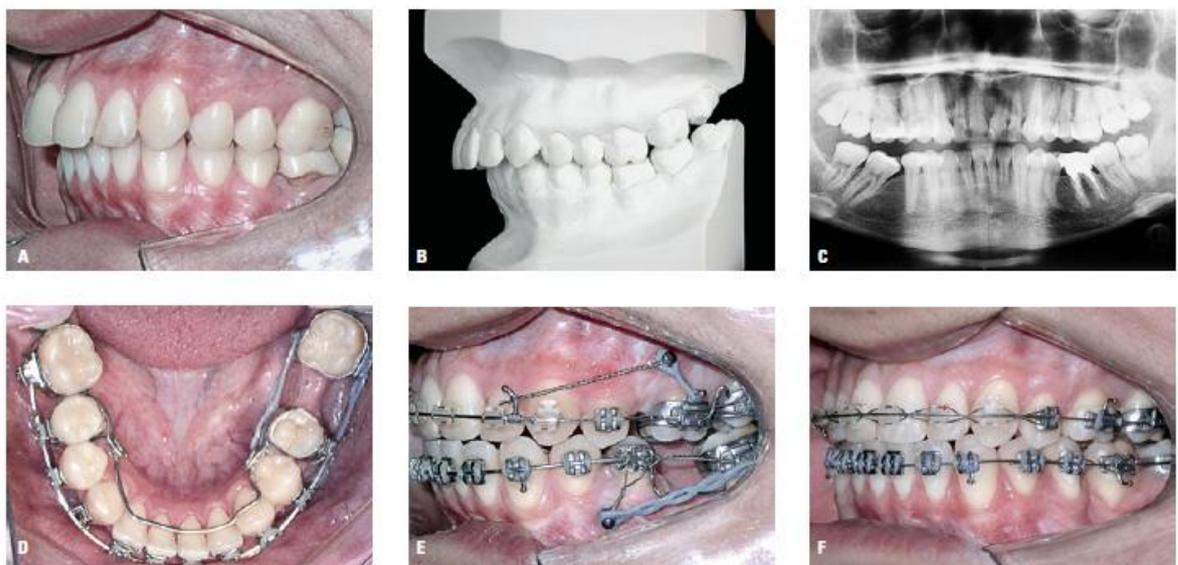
A,B) Fotos intrabucal e do modelo do lado esquerdo, onde observa-se malocclusão de Classe II completa e curva de Spee bastante acentuada. C) Radiografia panorâmica inicial. D) Foto oclusal no início da mesialização dos molares. Note o rebordo extremamente atrófico após a extração do primeiro molar inferior esquerdo. E) Foto lateral esquerda durante os movimentos ântero-posteriores com mini-implantes superiores. F) Foto lateral esquerda após o fechamento dos espaços. Note o relacionamento de Classe I alcançado nos caninos e a recessão gengival na raiz do molar. Um enxerto gengival livre foi programado para esta área.<sup>24</sup>
